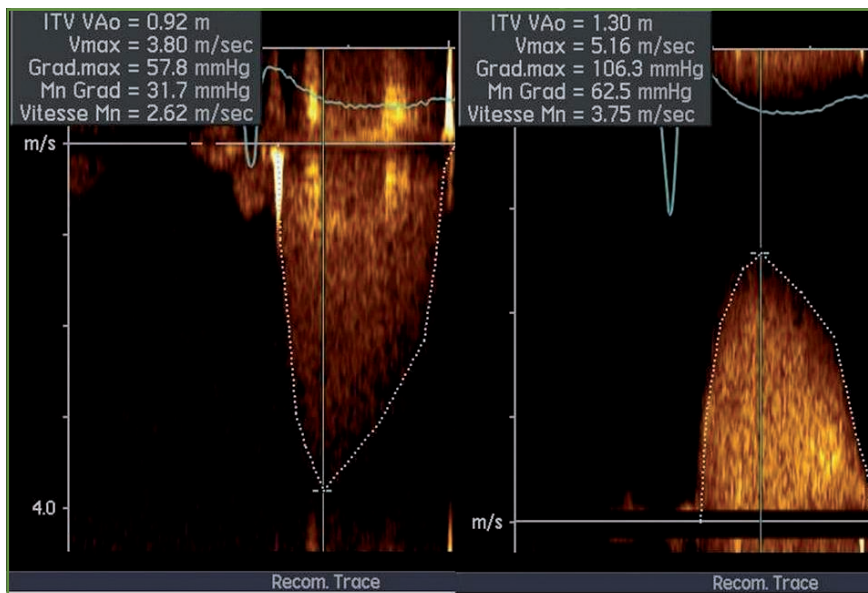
Flux de RA enregistré par voie apicale (à gauche) et par voie parasternale droite (à droite). Le RA est moyennement serré par voie apicale (vitesse maximale = 3,8 m/s; gradient moyen = 32 mmHg), alors qu'il est serré par voie parasternale droite (vitesse maximale = 5,1 m/s, gradient moyen = 62 mmHg).
